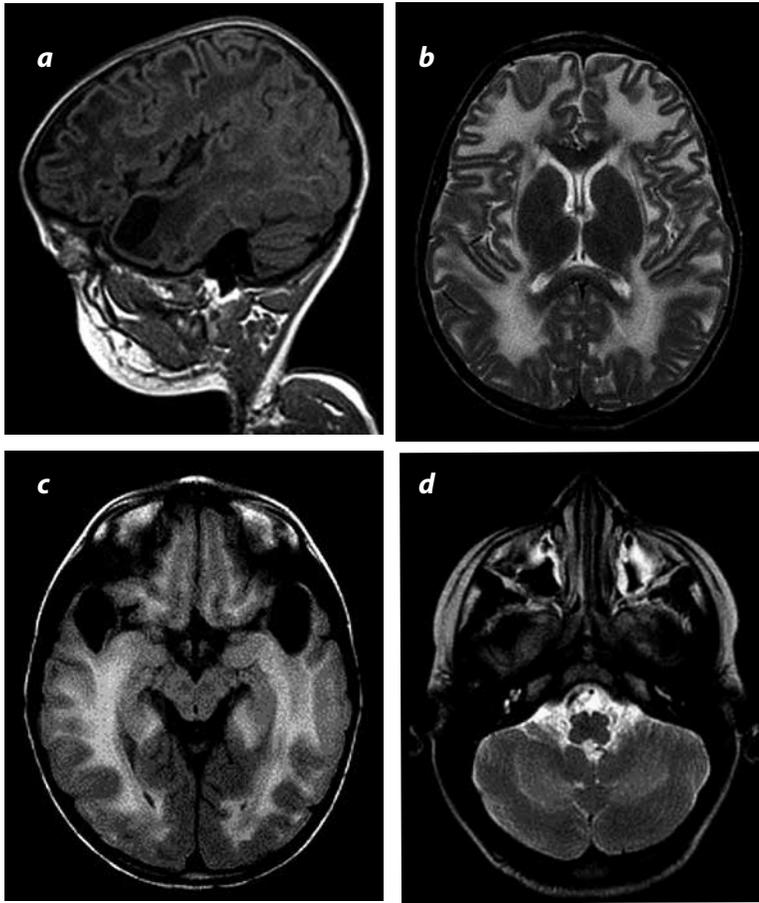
Caso clínico 1, imágenes de resonancia magnética. a) Corte axial con información T1: alteración difusa de la intensidad de la señal de la sustancia blanca, de predominio supratentorial, con baja intensidad y una lesión de aspecto quístico en la región temporal; b) Corte axial con información T2 a la altura de los núcleos basales: alta intensidad de la sustancia blanca con respecto de la región nucleobasal y de la corteza, con cavum septi pellocidi (CSP); c) Corte axial FLAIR a la altura del mesencéfalo: quistes subcorticales temporales simétricos, y d) Corte axial con información T2 en fosa posterior: leve compromiso de la sustancia blanca cerebelosa.
